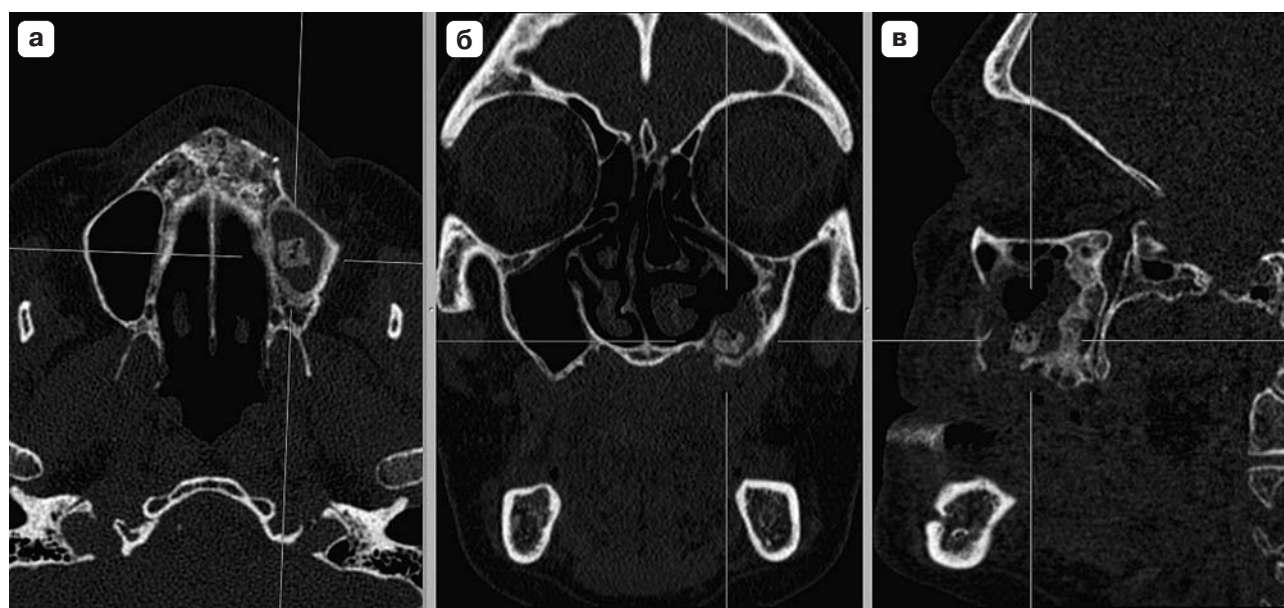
Инородное тело (блок остеозамещающего материала) в полости левой верхнечелюстной пазухи. Сочетание хронического верхнечелюстного синусита, искривления носовой перегородки и гипертрофии нижних носовых раковин. МСКТ-изображения в аксиальной (а), MPR в коронарной (б) и кососагиттальной (в) плоскостях.
